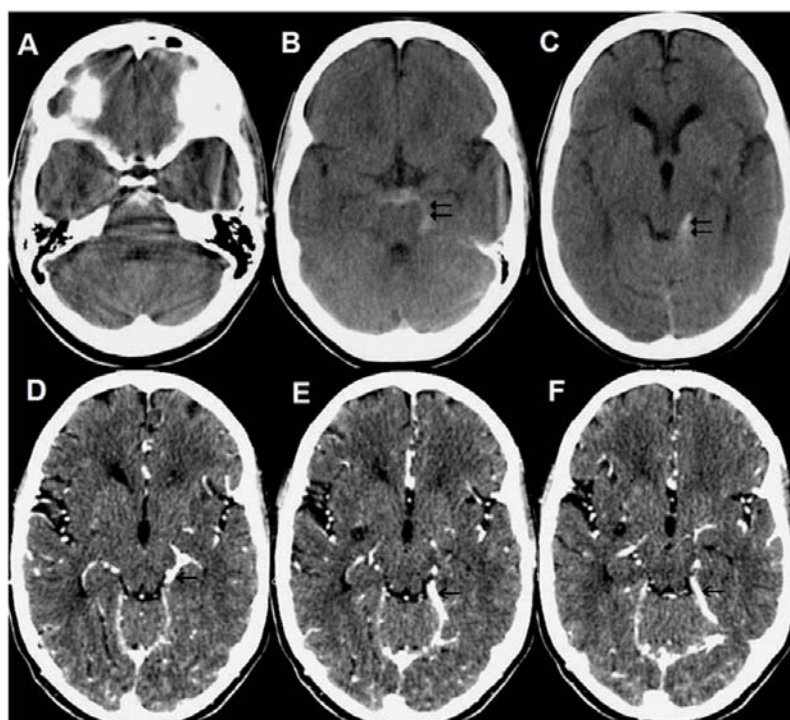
A–C. Tomografía Computarizada no contrastada que muestra sangrado en el espacio subaracnoideo a la izquierda del mesencéfalo (doble flecha). D–E. Angiotomografía (reconstrucción multiplanar) en la que puede apreciarse que la vena basal de Rosenthal de ese lado está engrosada y drena hacia el seno lateral (flecha).
